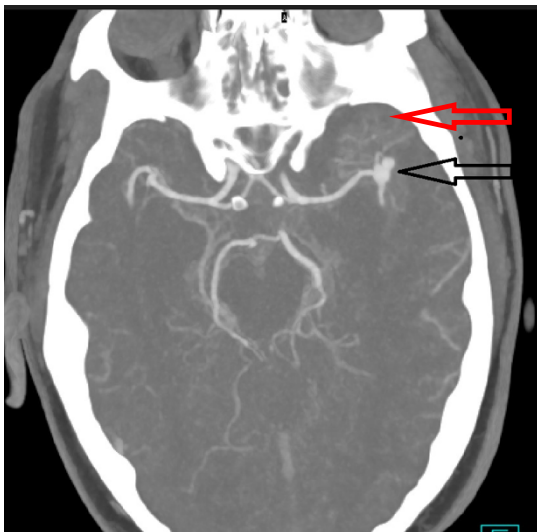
Snímek CT pacienta se subarachnoidálním krvácením na střední mozkové tepně (Zdroj: FN Plzeň)
